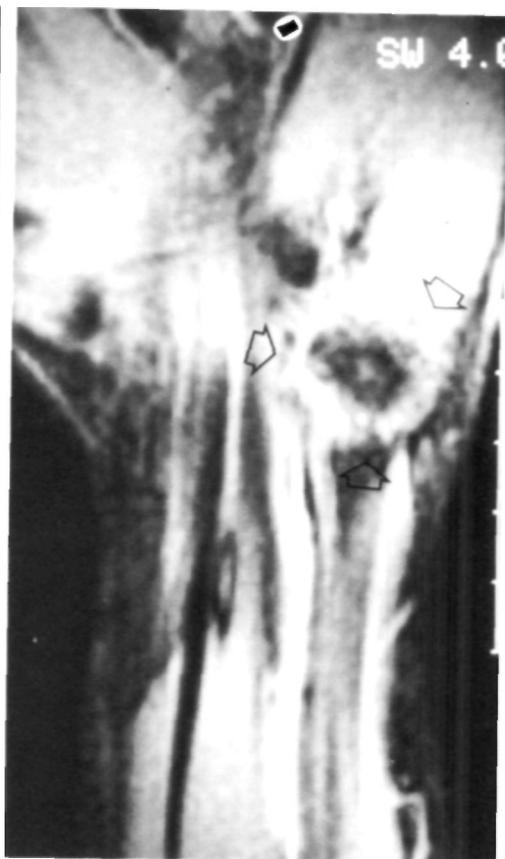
A y B: Resonancia nuclear magnética de la muñeca derecha. Observamos la hipertrofia del pisiforme, ocupando parte del canal de Guyón.
